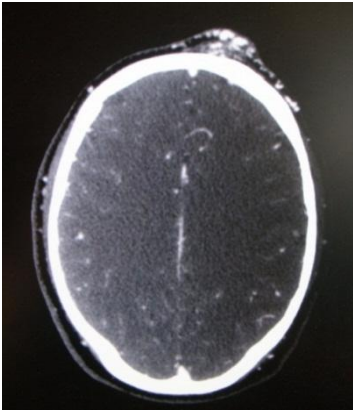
КТ исследование головы с контрастным усилением: накопление контрастного препарата в лобной области в артериальную фазу.
